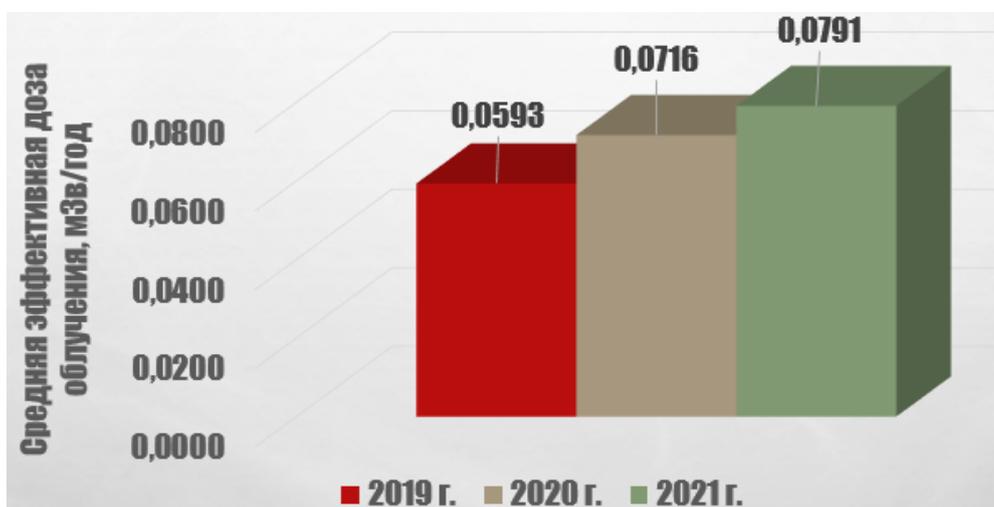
Средние значения эффективных доз облучения на душу населения районов Могилевской области, обусловленные рентгенодиагностическими исследованиями ОГК, 2019-2021 гг.
